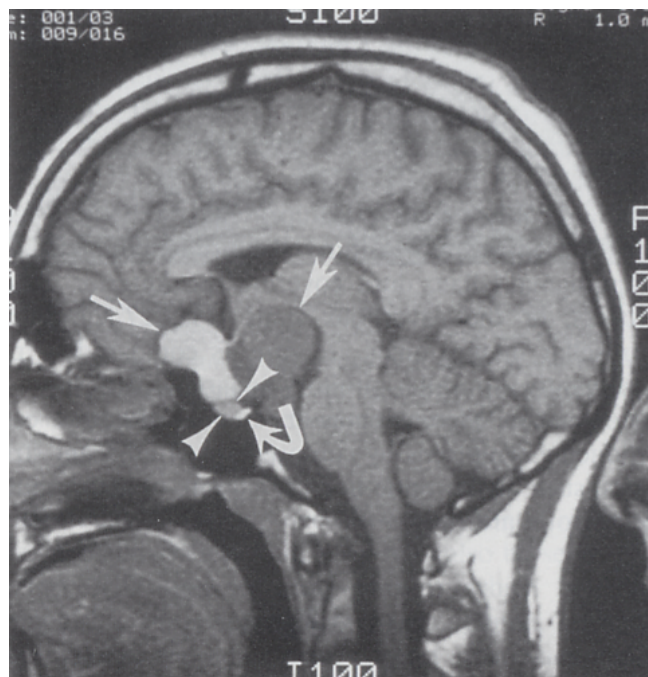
CT-Aufnahme eines Kraniopharyngeoms (ZIMMERMANN 2000)
